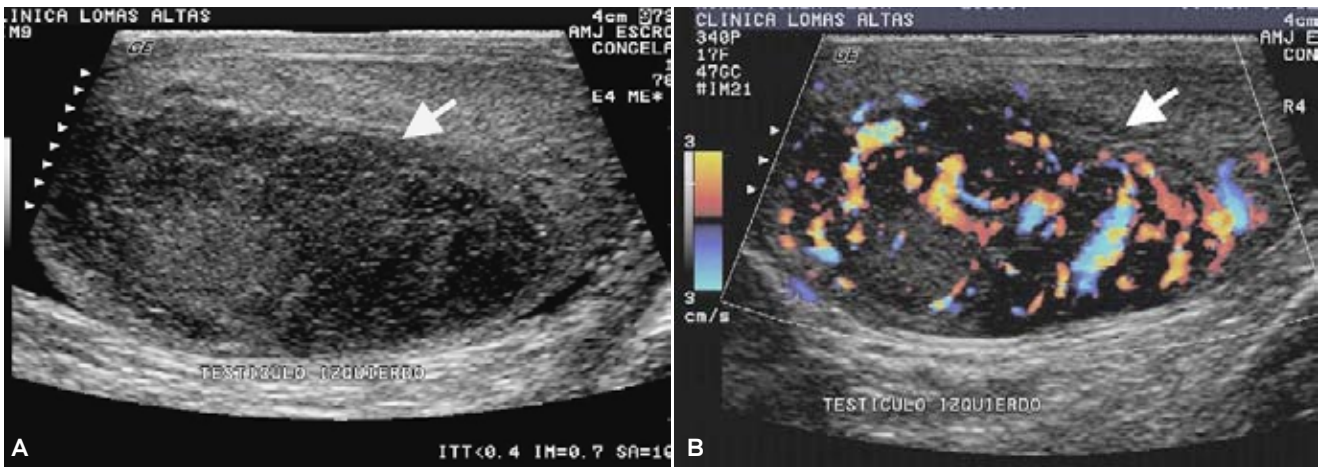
Seminoma. A) Lesión focal hipoecoica en el parénquima del testículo izquierdo, bien delimitada. (flecha), con ecogenidad homogénea. B) Doppler color con aumento de vascularidad intralesional.
